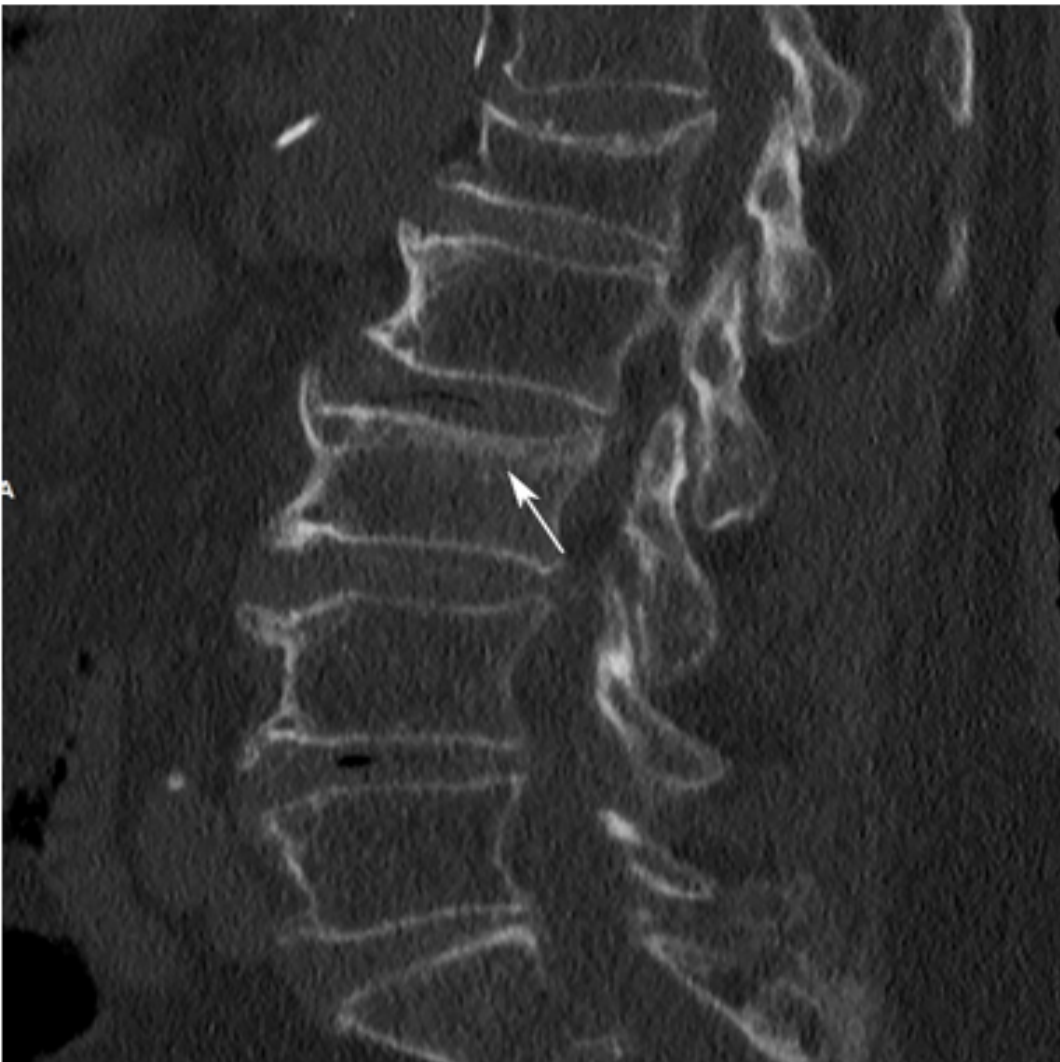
'Multislice'-CT-onderzoek van de lumbale wervelkolom, sagittale reconstructie in het botvenster. Sclerotische afwijkingen onder de dekplaat van wervelcorpus L3 (pijl), duidend op een (semi)recente indeukingsfractuur. Eveneens oude indeukingsfractuur op niveau L1.
